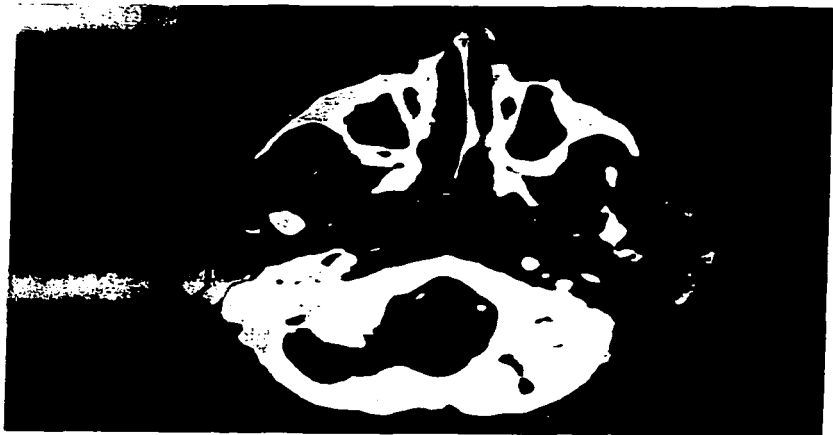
TAC de parótida de control a los 5 años de edad del Caso 5 en la que persisten imágenes quísticas bilaterales especialmente del lado izquierdo.
